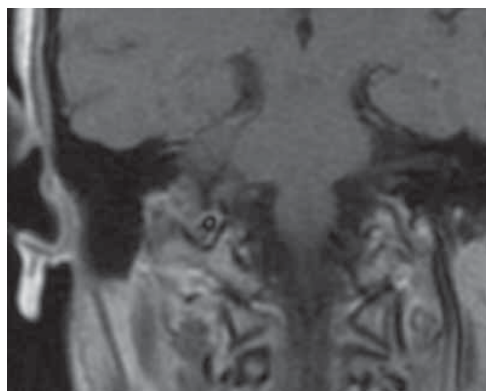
Магнитно-резонансная томография головы пациента с инфралабиринтной холестеиновой гранулемой, коронарная проекция, T1-режим. Выявлен изоинтенсивный сигнал
